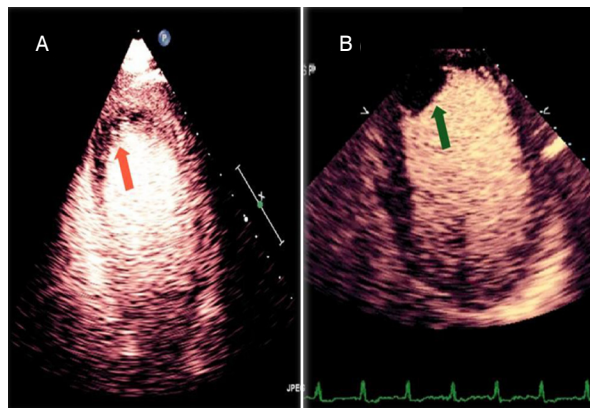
Ecocardiografia bidimensional associada ao uso de contraste por microbolhas. Na imagem à esquerda, observa-se a completa opacificação da cavidade ventricular esquerda e a evidência de imagem negativa na figura A em região septo-apical, sem preenchimento de contraste, compatível com defeito de perfusão miocárdica (seta em vermelho). A imagem à direita, figura B, demonstra a opacificação da cavidade ventricular esquerda, observando-se, no entanto a ausência de opacificação do segmento médio apical septal da cavidade ventricular, compatível com grande trombo apical séssil.
